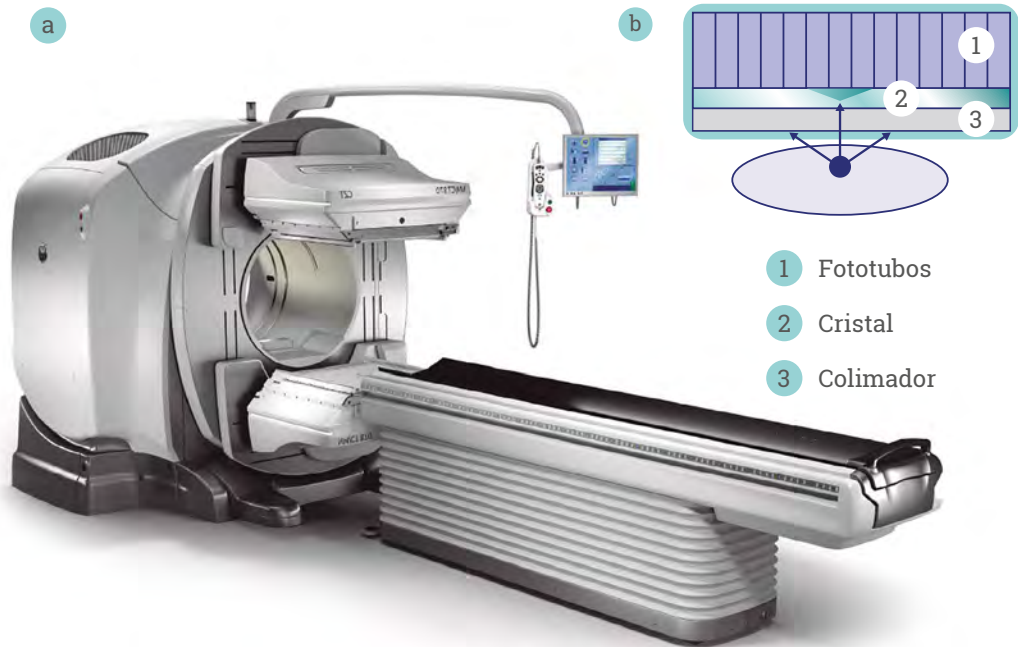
a) Aspecto externo de una gammacámara SPECT-CT de dos cabezales; b) Sección de un cabezal mostrando sus componentes y el proceso de detección
